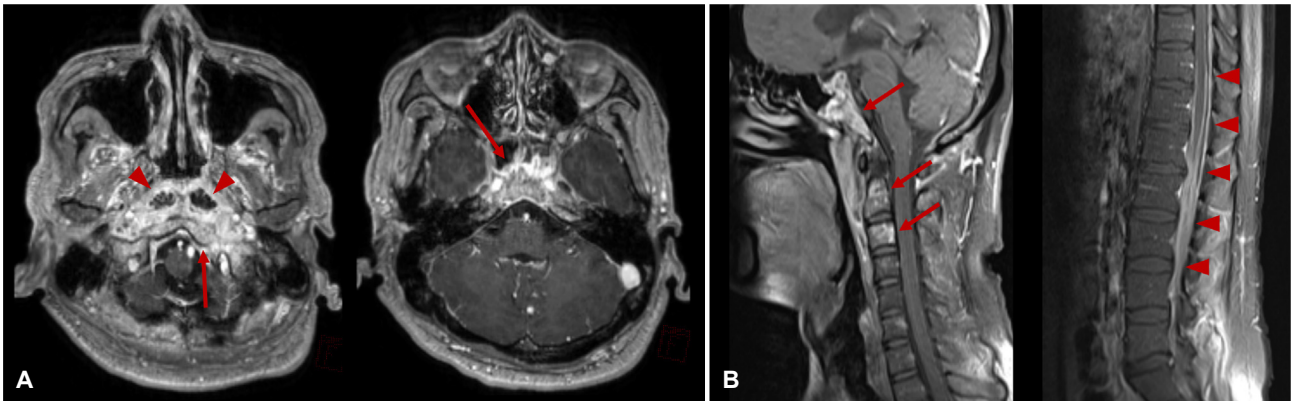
(A) The brain magnetic resonance imaging. The gadolinium-enhanced T1-weighted imaging shows highly enhanced bone marrow of the skull base (arrows) and retropharyngeal abscesses (arrowheads). (B) The fat-suppressed gadolinium-enhanced T1-weighted images of the spine. It reveals diffuse enhancement of sphenoid bone, bone clivus, occipital bone, and C2 and C3 cervical vertebral bodies (arrows) and highly enhanced retropharyngeal space. It also shows diffuse and extensive enhancement of spinal meninges (arrowheads) at the level of the lumbar spine.
